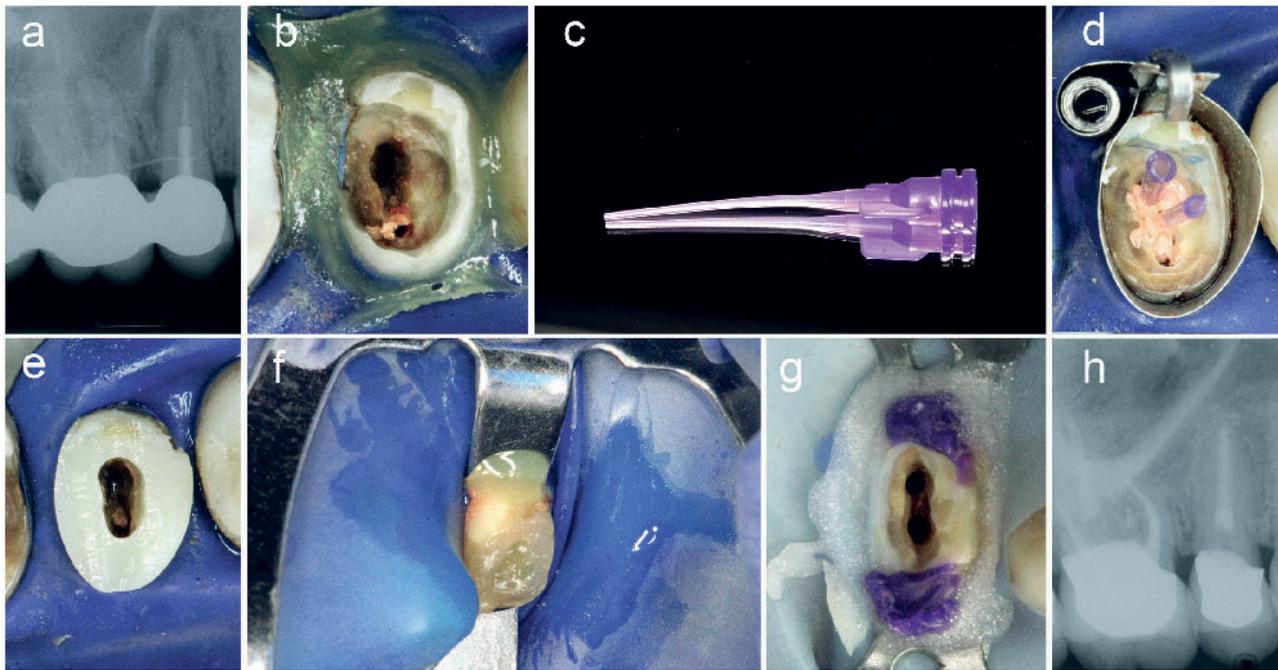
Prä-endodontische Aufbaufüllung in Adhäsivtechnik zur Sicherstellung eines kontaminationsfreien Arbeitsgebietes. a) Prä-operatives Röntgenbild; b) Zustand nach Stift- und Kariesentfernung; c) und d) Capillary Tip (Ultradent) als Platzhalter für den Zugang zum Wurzelkanal; e) provisorischer Aufbau in Adhäsivtechnik; f) und g) Kofferdam, vestibulär und oral Kompositretentionen für die Kofferdamklammer und individuelle Abdichtung mit OpalDam (Ultradent); h) postoperatives Röntgenbild nach 2 Jahren.
